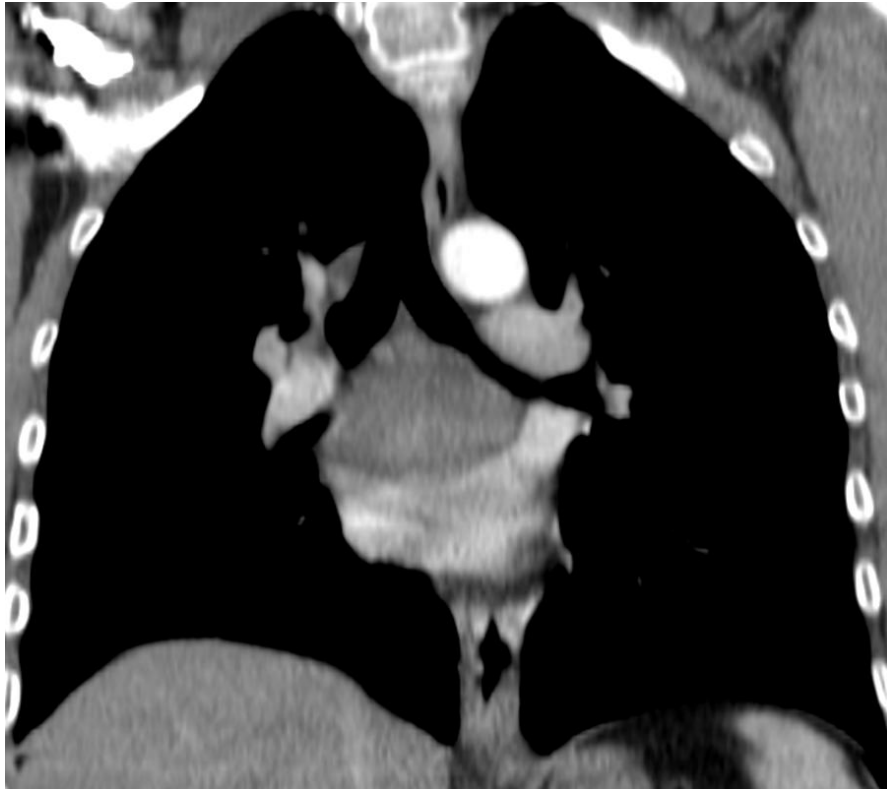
TC coronal y axial: Masa mediastínica con densidad líquido, sin captación de contraste.
